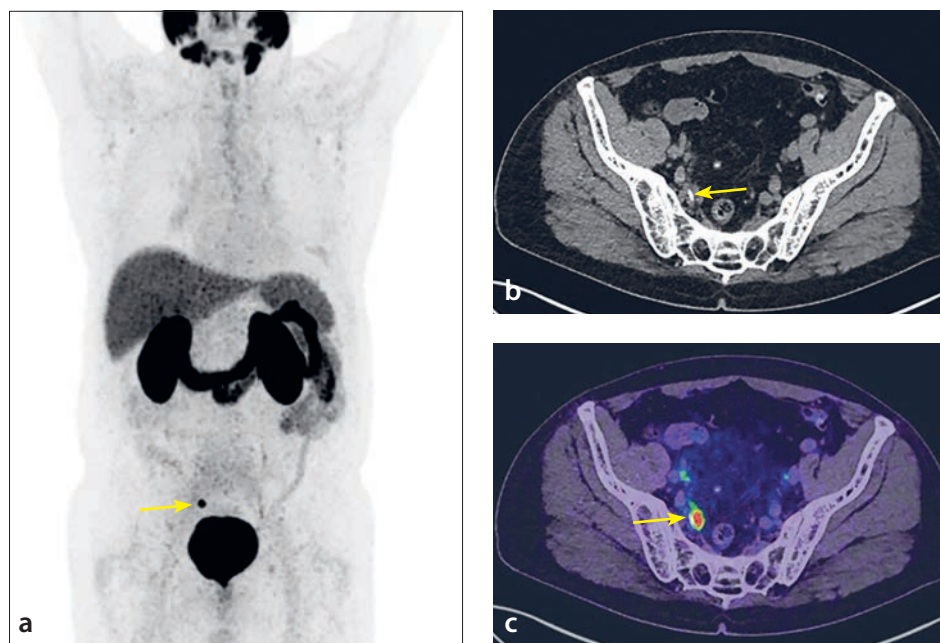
PSMA-PET/CT eines Patienten mit erneutem PSA-Anstieg nach radikaler Prostatektomie. Die Maximum-Intensity-Projection der PSMA-PET (a) zeigt eine solitäre deutliche Traceranreicherung im kleinen Becken (gelber Pfeil), entsprechend einem PSMA-positiven Lymphknoten direkt medial der rechten A. iliaca interna. Obwohl der Lymphknoten in der axialen CT (b, gelber Pfeil) hinsichtlich seiner Größe und Morphologie nicht auffällig erscheint, zeigt die PSMA PET/CT Fusion (c, gelber Pfeil) eine Traceranreicherung in Projektion auf diesen Lymphknoten, der damit als hochgradig metastasensuskzept zu werten ist
